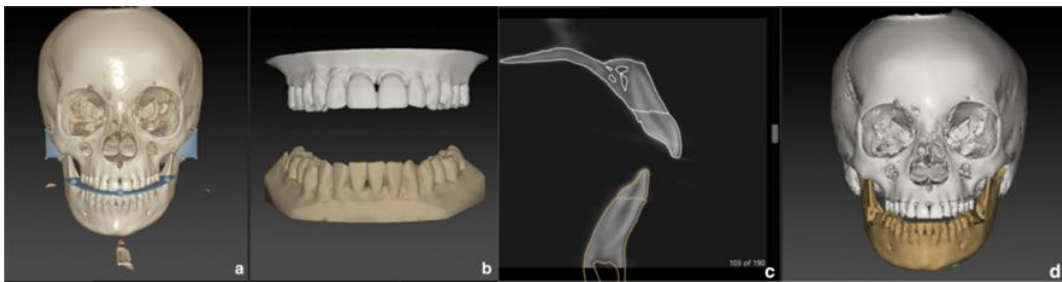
Representación de escaneado con el CBCT en a; escaneado intraoral de la dentición maxilar y mandibular en b; vista corte seccional de la fusión del modelo digital de la dentición y el CBCT en c; vista frontal del resultado de la unión del modelo digital y el CBCT en d. Fuente: Baan F et al. ¹⁵⁹.
